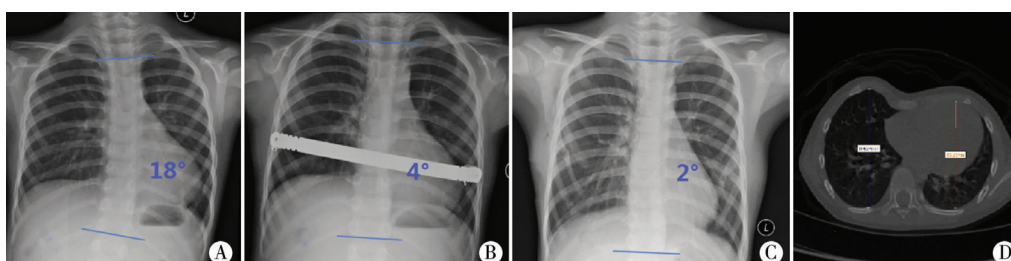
A. 男性患儿, 4.8 岁, X 线片示漏斗胸存在胸段脊柱侧弯, Cobb 角 18°; B. X 线片示 Nuss 手术后脊柱弯度略减小, Cobb 角减少到 4°; C. 3 年后取出钢板, X 线片示侧弯 Cobb 角减小至 2°; D. CT 提示为不对称漏斗胸, 左侧凹陷
